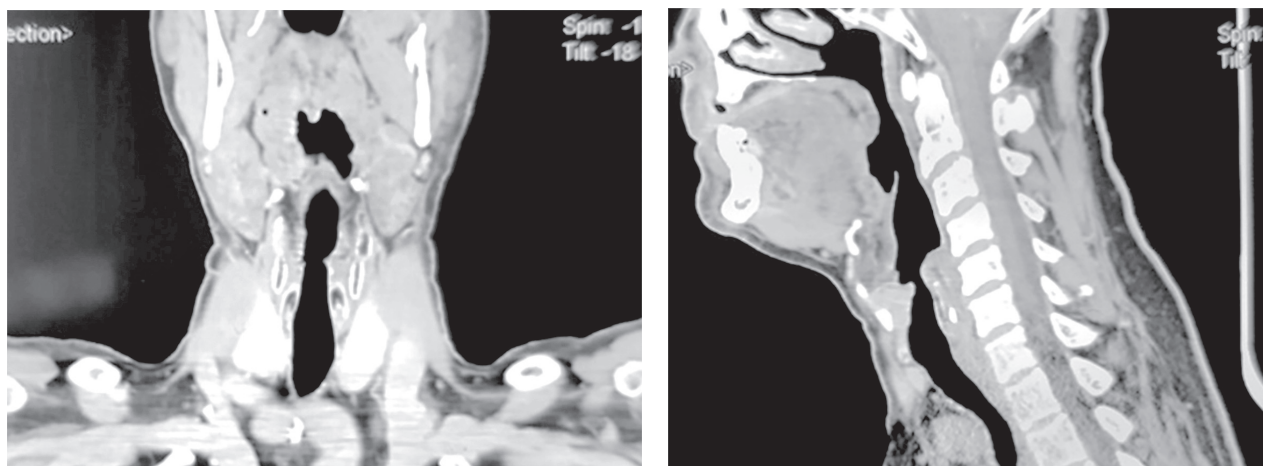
Imagina examenului prin CT a laringelui pacientului A.*
